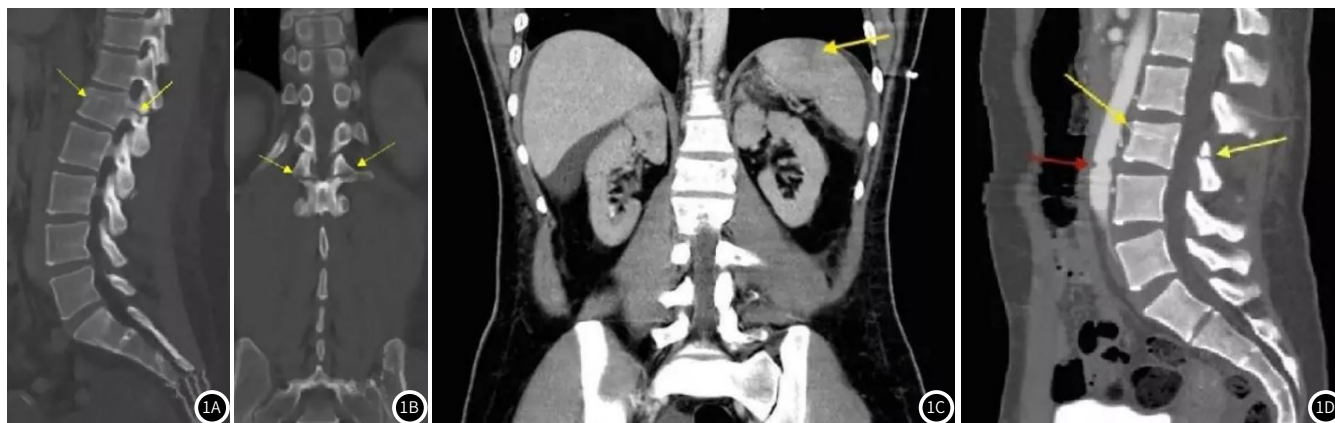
患者,男性,29岁。车祸后安全带损伤,影像学诊断:Chance骨折。查胸椎CT:图1A:CT矢状位示横突、椎弓根、椎板和椎体的横贯性骨折,导致三柱损伤(箭头),腰1椎体呈楔形变;图1B:冠状重建,CT示左侧横突(右侧横突骨折未显示),双侧椎弓根、椎板和椎体的水平横断骨折;图1C:重建冠状位,CT示脾裂伤;图1D:冠状位,CT示胸3椎体Chance骨折,腰3-4水平可见腹主动脉损伤。
